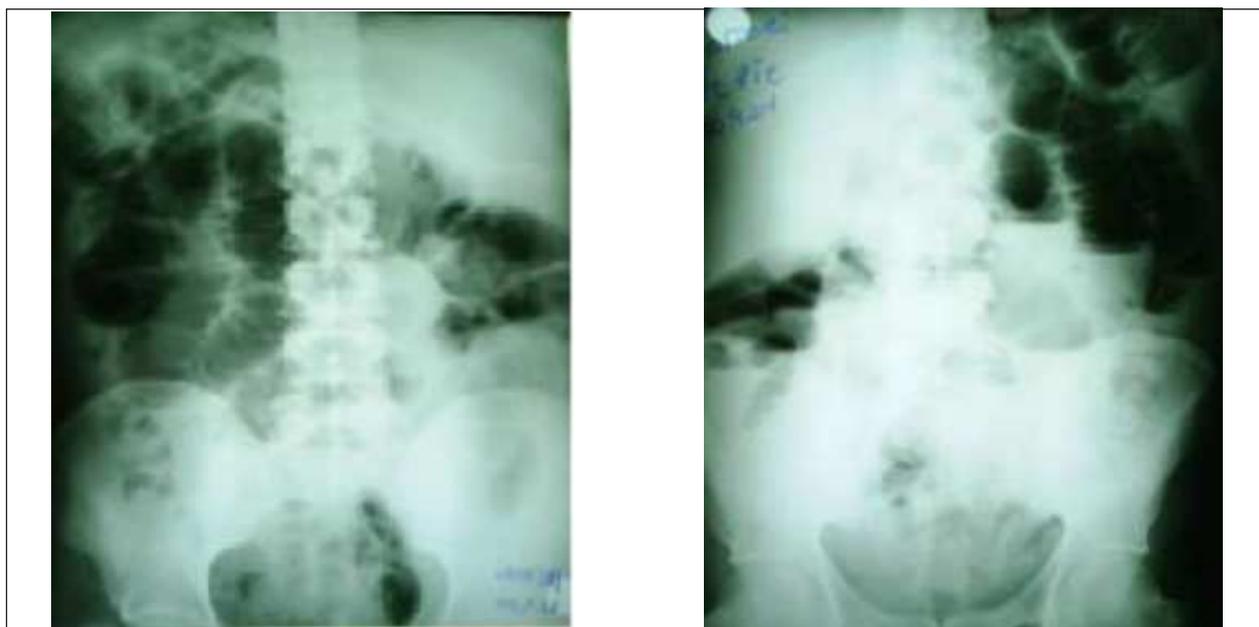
Radiografía de abdomen, pie y decúbito al ingreso en emergencia
